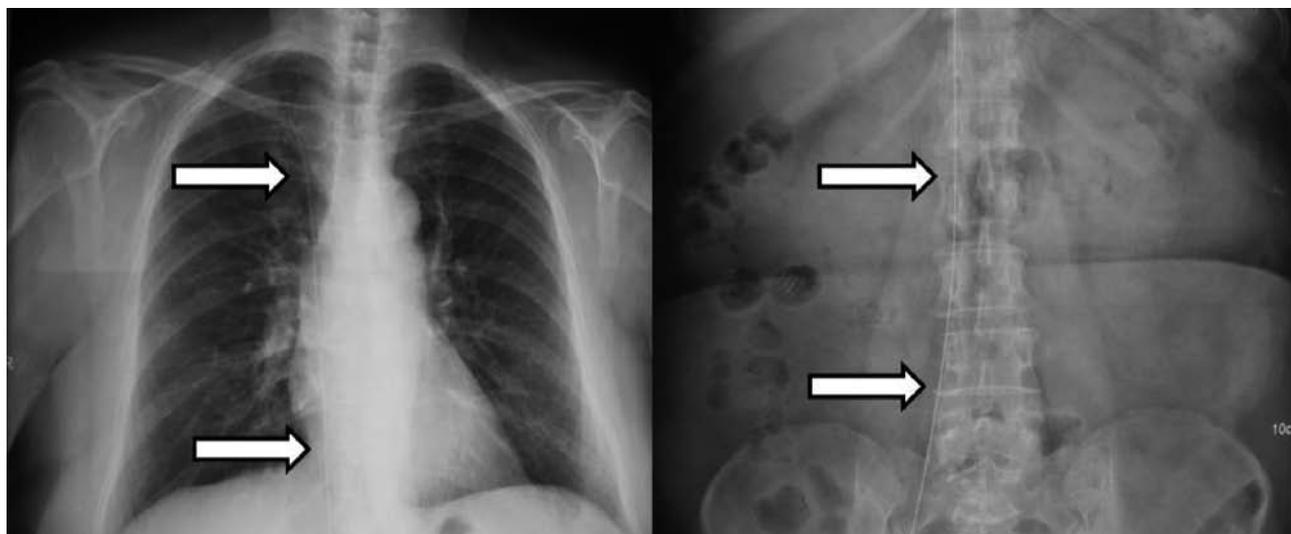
Radiografía Tórax y abdomen donde se puede observar la guía (cuerpo extraño)
